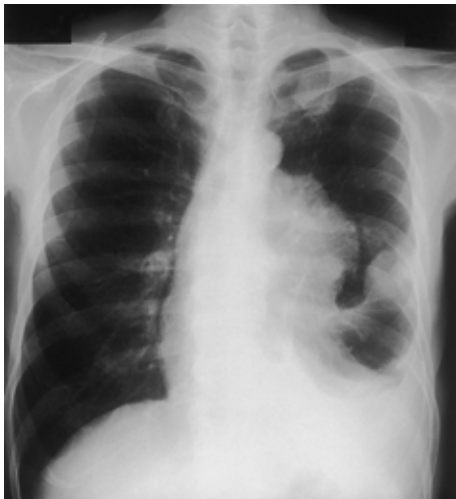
Chest X-ray on admission shows enlargement of mediastinum, left pleural effusion, and metastatic lesions of the thoracic wall.
